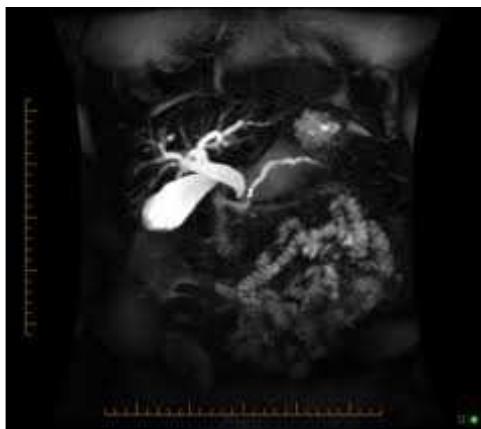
Варианты рентгенологической картины холедохолитиаза в зависимости от локализации конкремента
